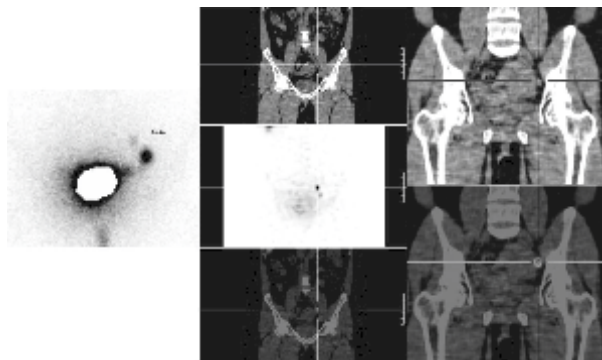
Cortesía Dr. Nicolás Niell. Estudio de ganglio centinela en paciente con cáncer de cuello uterino. A) imagen planar de pelvis donde se identifica claramente un ganglio centinela y se sospecha un segundo ganglio, B y C) imágenes de SPECT/TC que localizan anatómicamente y confirman la existencia de dos centinelas (23).
